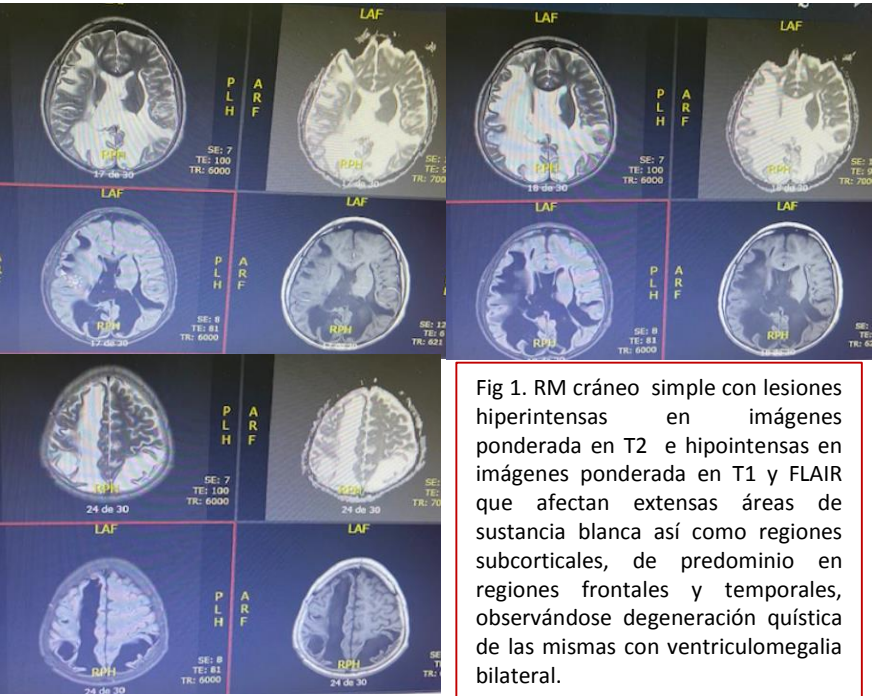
RM cráneo simple con lesiones hiperintensas en imágenes ponderada en T2 e hipointensas en imágenes ponderada en T1 y FLAIR que afectan extensas áreas de sustancia blanca así como regiones subcorticales, de predominio en regiones frontales y temporales, observándose degeneración quística de las mismas con ventriculomegalia bilateral.
